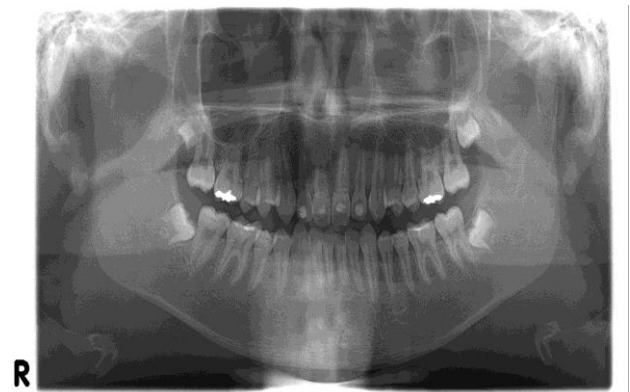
Standard panoramic, periapical and occlusal x-rav
